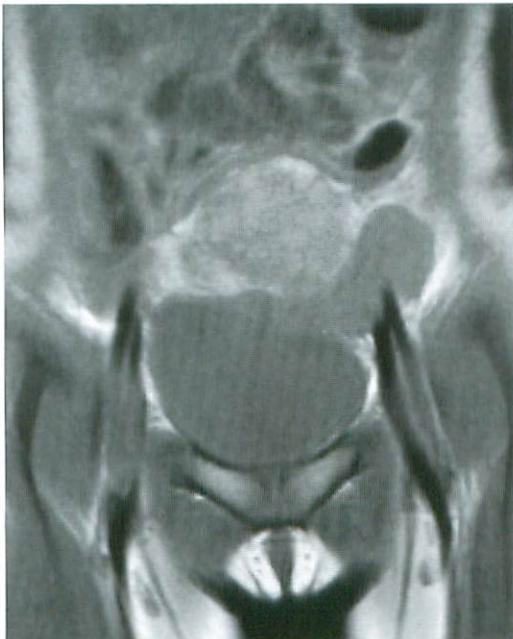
T1-weighted MR image (Horizontal) shows a high-intensity mass.
